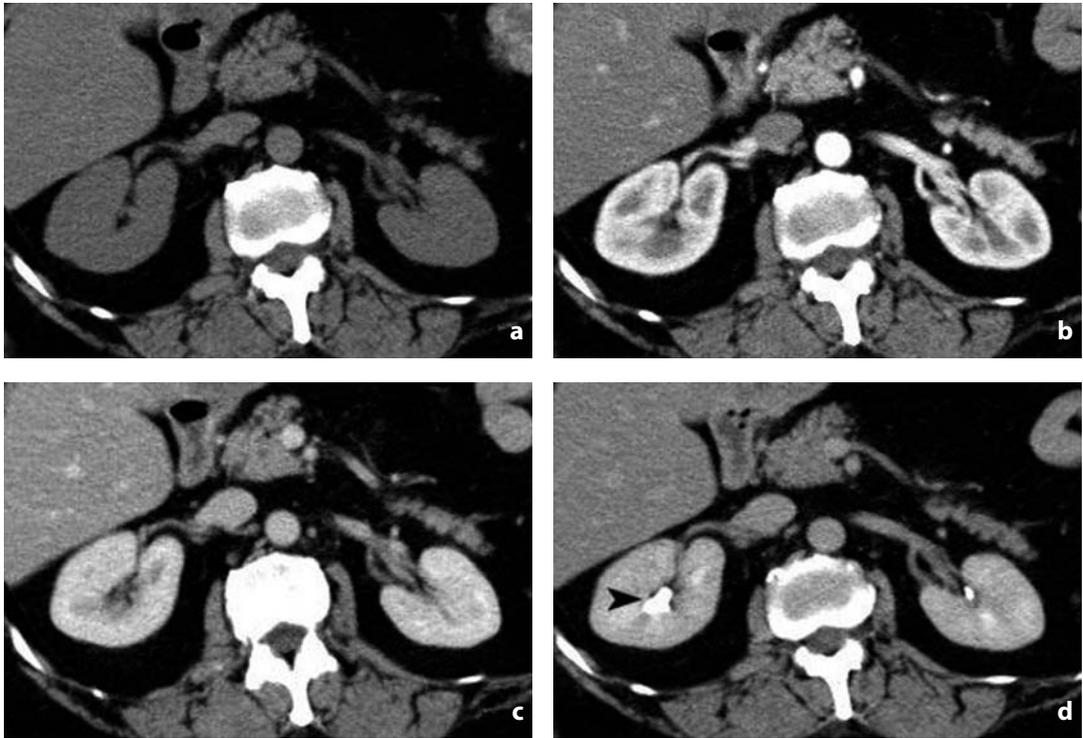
Tomografia computerizzata. Studio dinamico multifasico. Rene. a Fase basale: non è possibile la differenziazione tra corticale e midollare. b Fase arteriosa o cortico-midollare: maggior enhancement della corticale rispetto alla midollare. c Fase venosa o nefrografica o parenchimografica: omogenea iperdensità del parenchima renale. d Fase urografica: opacizzazione delle cavità calico-pieliche (punta di freccia)
